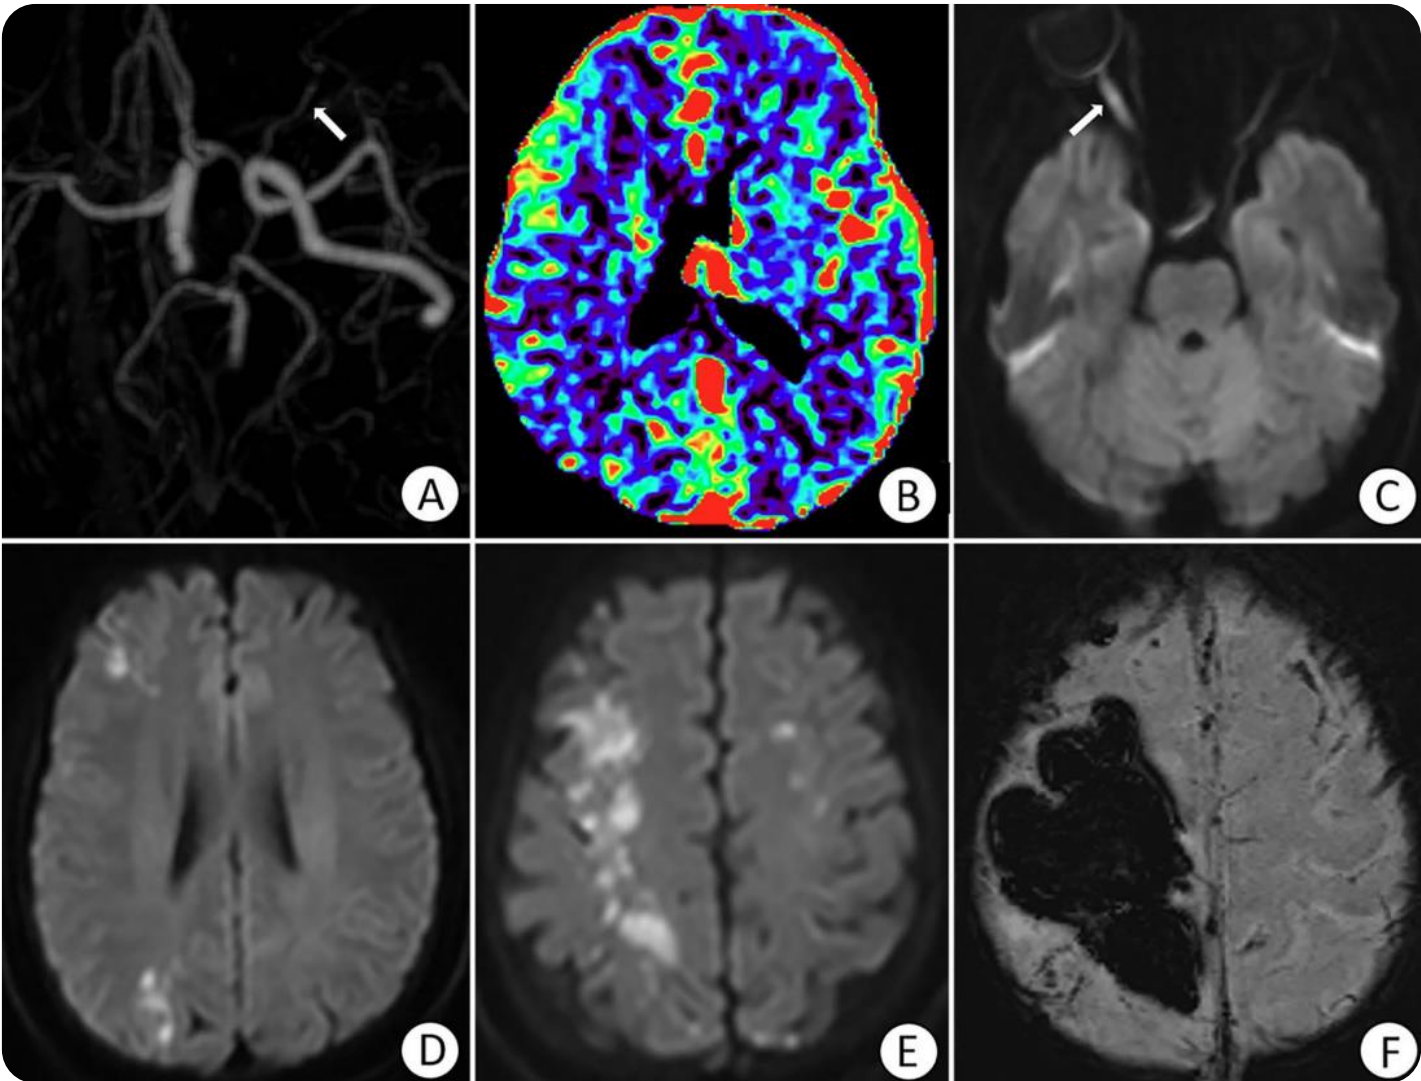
(A) AngioTC 7,5h postinyección: arteria oftálmica derecha ocluida. (B) TC perfusión: tiempo a pico normal. C) DWI 20h: hiperintensidad segmentaria en nervio óptico derecho engrosado. (D–E) DWI: infartos en zonas frontera frontoparietales bilaterales y occipital derecho. (F) SWI 2 días: hemorragia postinfarto.
